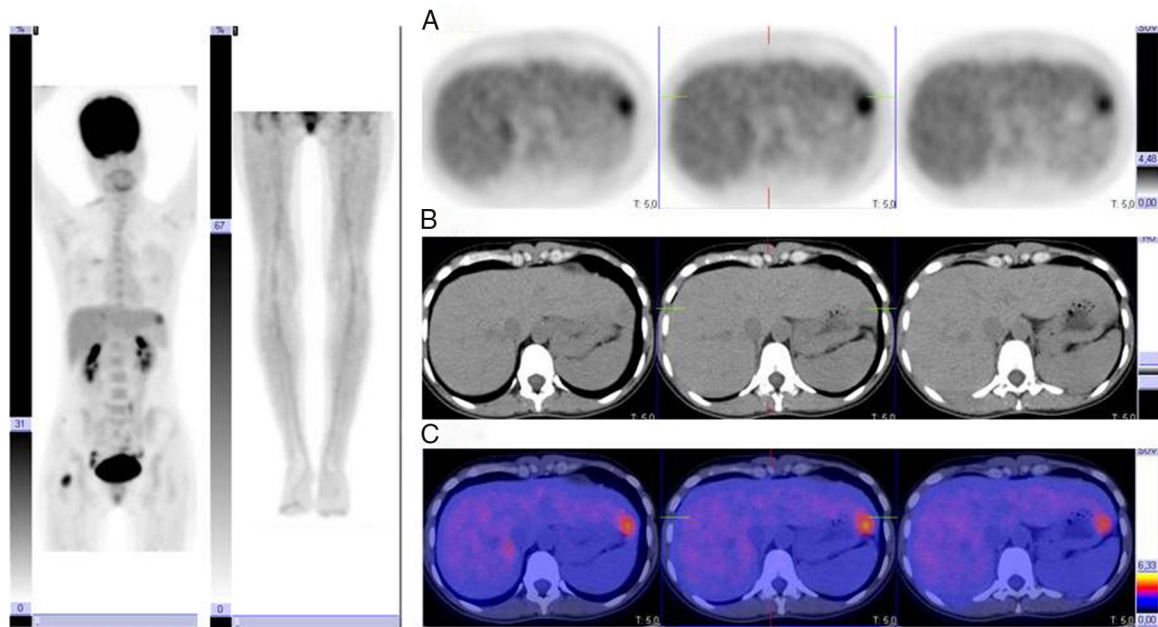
Imagen PET/TAC, en cortes axiales, mostrando imágenes de PET (A), TAC (B) y superposición (C), en la que se muestra un foco hipermetabólico en el lóbulo hepático izquierdo y en el fémur derecho sugestivas de afectación metastásica en dichas localizaciones.
